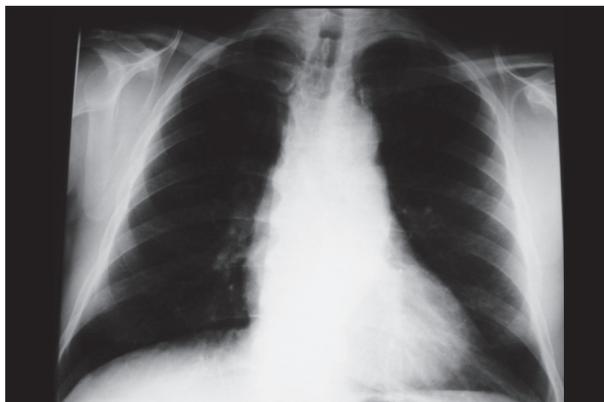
Radiografia de tórax de internação mostra transparência pulmonar normal.
